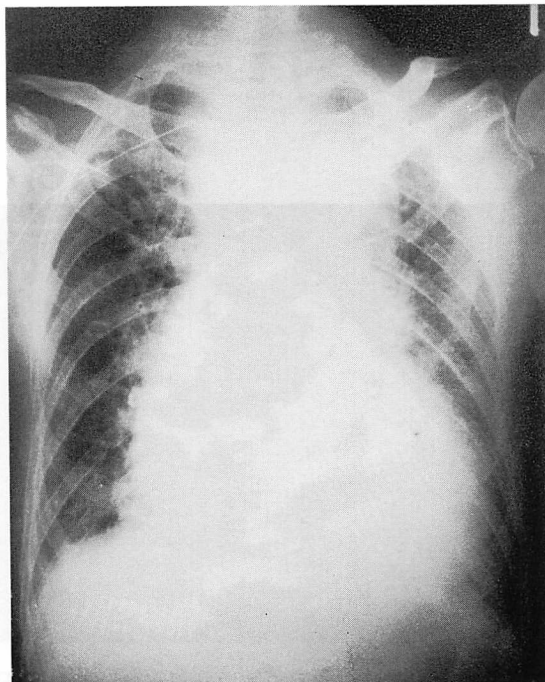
Chest X-ray of Case 2 showing severe pulmonary venous congestion, mediastinal widening and cardiomegaly.
